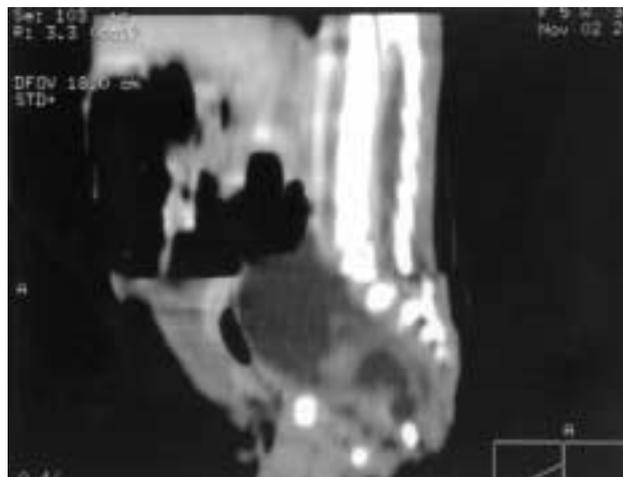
TAC helicoidal. Tumoración presacra hasta L4 y abombamiento perineal.
